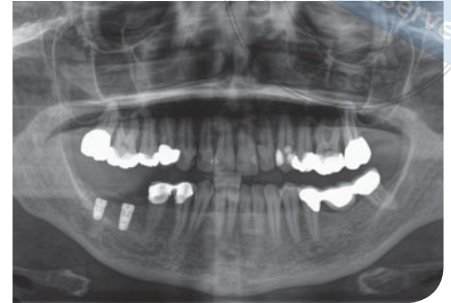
bis 4 Einsetzen der Schablone und Erstellen der dentalen Volumentomografie. Planung der Idealposition der Prothetik und der Implantatpositionen gemeinsam mit dem Überweiser am PC, ggf. per Teamviewer.
